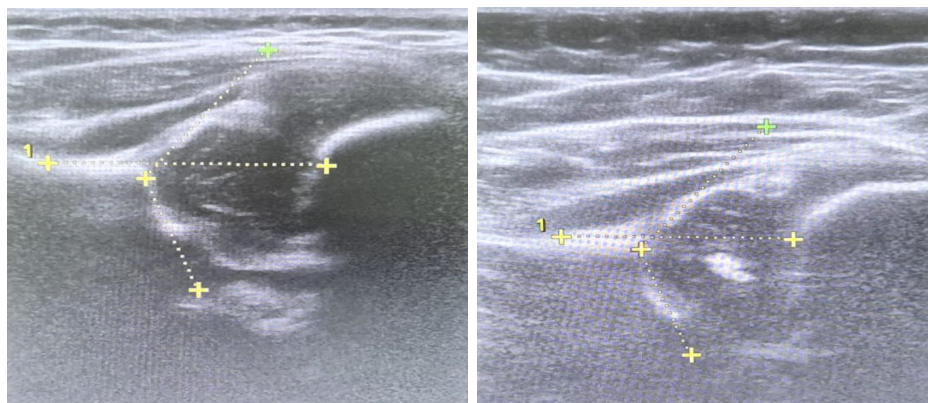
Ecografie de șold la vârsta de 5 săptămâni, respectiv 5 luni.
